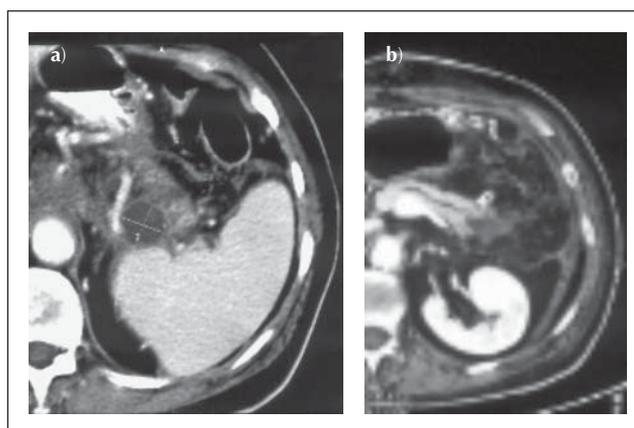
a) Die CT vom 4.7.2003 zeigt eine partiell zystische Raumforderung im Pankreasschwanz (eingemessener Durchmesser 2,2 x 1,9 cm), die als Zystadenokarzinom interpretiert wurde, sich letztlich aber als nekrosenhaltige Pseudozyste bei Pankreatitis herausstellte. Zeichen der Pankreatitis sind die aufgelockerte Struktur des Pankreas und seine unscharfe Abgrenzung zur Umgebung. b) Nach Pankreasschwanzresektion zeigt diese am 11.8.2003 zur Abklärung einer postoperativen Blutung angefertigte CT nebenbefundlich einen dilatierten Pankreasgang im Korpus und eine Restnekrose im ehemaligen Pankreasschwanzareal.
